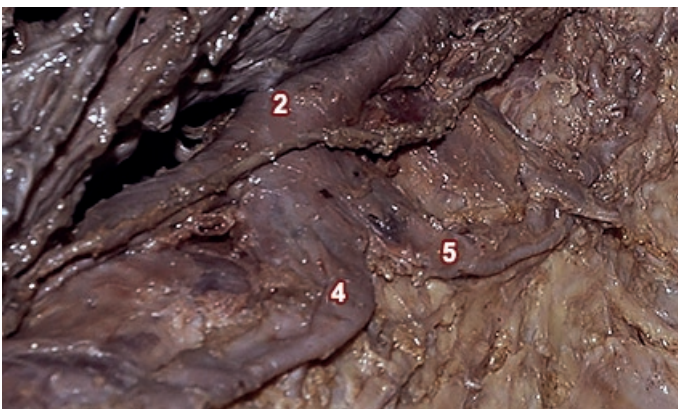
Vista anterior izquierda, detalle. Se aprecia el confluente de las venas hemiacigos y hemiacigos accesoria desembocando en la vena ácigos. Como los demás vasos intercostales, discurren posteriores al CT adosados a la columna vertebral.
